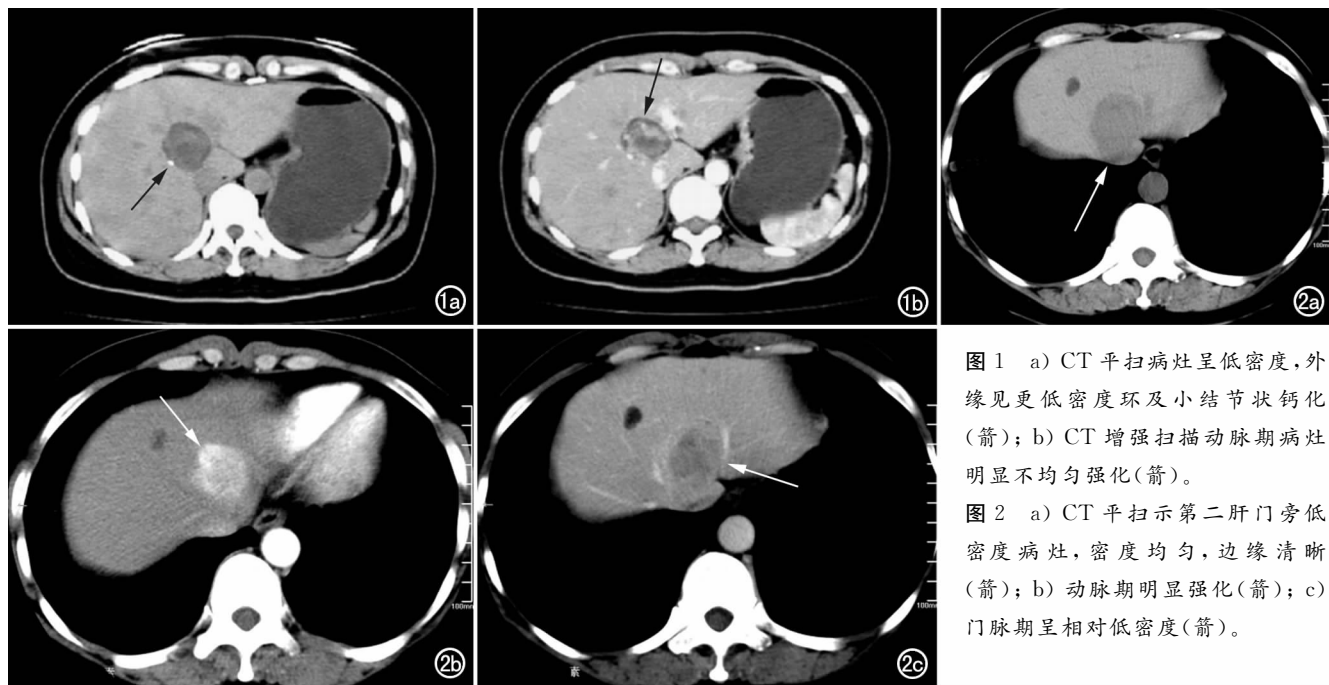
a) CT 平扫病灶呈低密度,外缘见更低密度环及小结节状钙化(箭); b) CT 增强扫描动脉期病灶明显不均匀强化(箭)。
